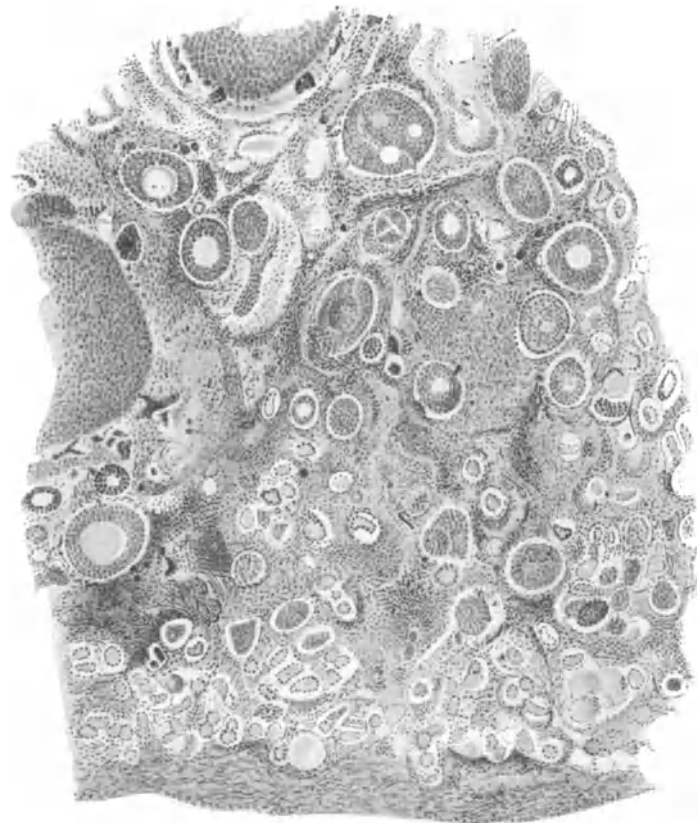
Affenovarium bei der Bestrahlung abgedeckt. (Aus Reifferscheid, Z. Röntgenkde 12.)
